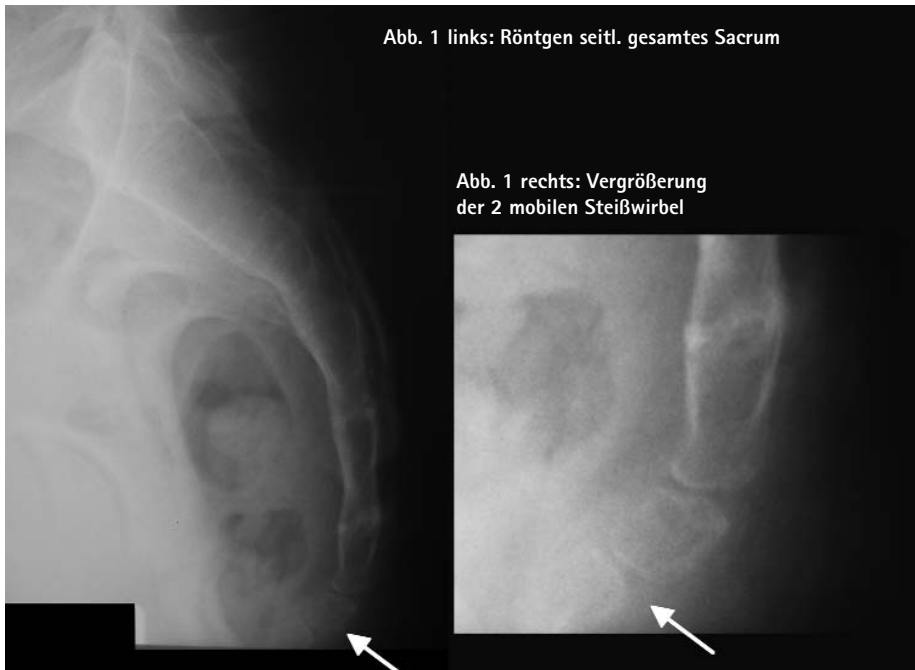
links: Röntgen seitl. gesamtes Sacrum
